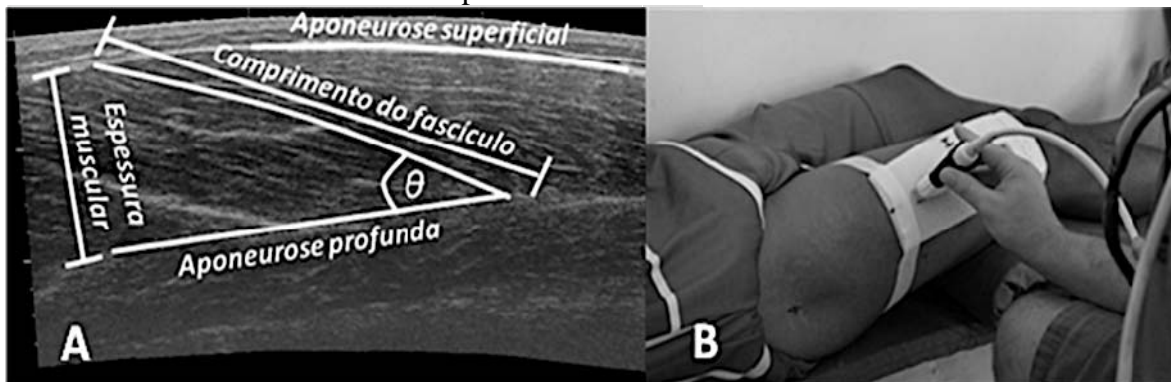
A- Imagem de ultrassonografia dos componentes da arquitetura muscular (comprimento do fascículo, ângulo de penação (AP) espessura muscular). B- Imagem do posicionamento do transdutor para a aquisição das imagens no músculo vasto lateral.
